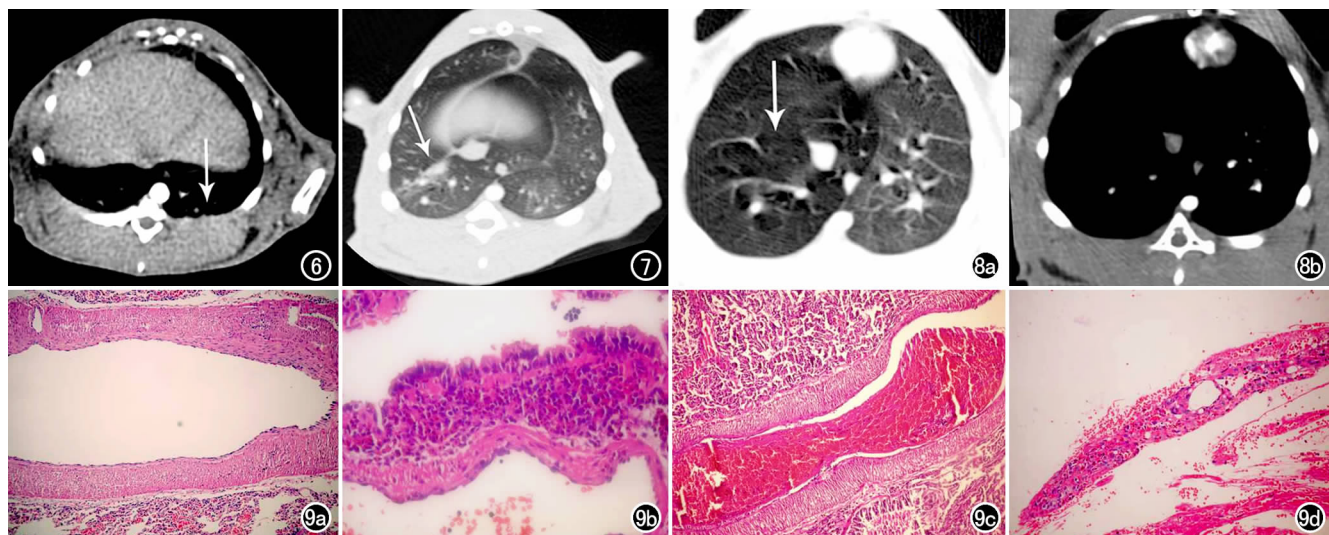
胸膜增厚。CT 示左侧胸膜轻度增厚(箭)。图 7 肺实变。CT 示右下肺斑片状实变影(箭)。图 8 肺少血征。a) CT 增强后右肺密度降低(箭); b) 纵隔窗显示右下肺血管分支减少。图 9 a) 假栓塞组正常肺动脉分支; b) 栓塞组肺动脉分支显示管壁不规则, 周围组织慢性炎症改变; c) 肺动脉小分支内血栓形成; d) 机化血栓附着于血管壁。
